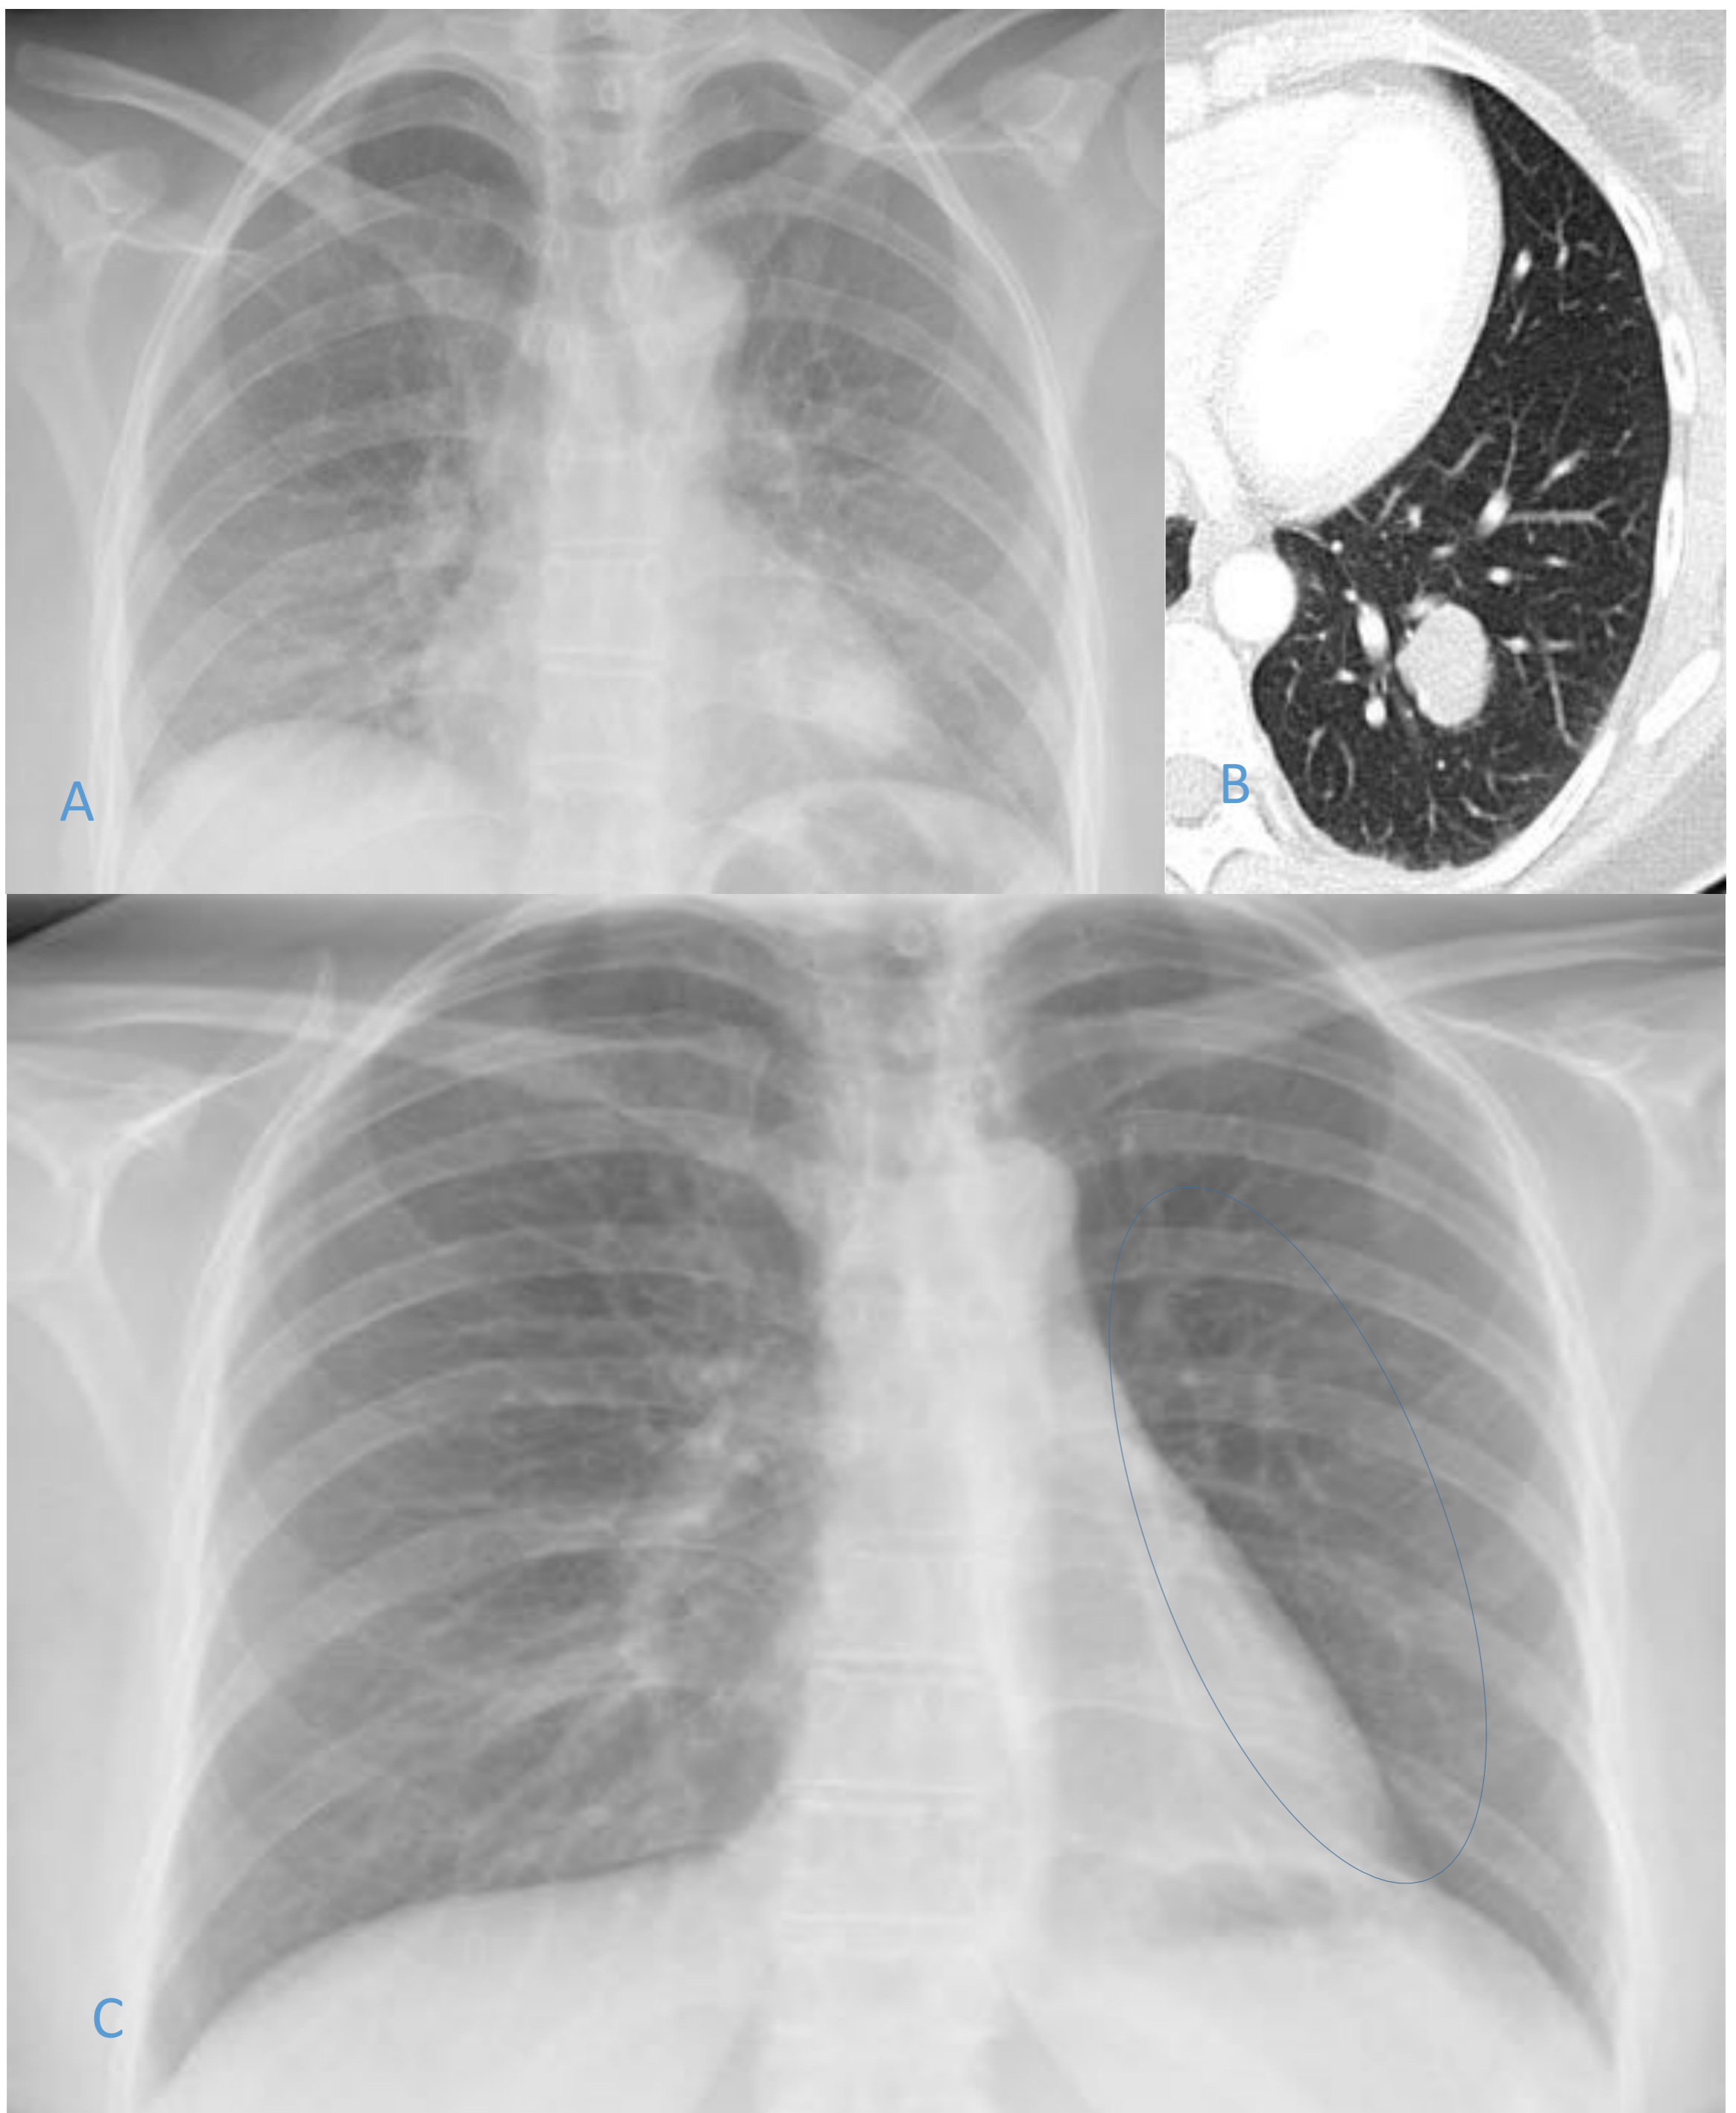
A y B. Imágenes de RX y TC de paciente con nódulo de 25 mm en LII. Tras lobulectomía (C) se observan signos de pérdida volumen en el pulmón izquierdo, así como discreta hipoatenuación (círculo) pulmonar izquierda comparando con el lado contralateral, con desaparición de la imagen nodular en dicha base.
